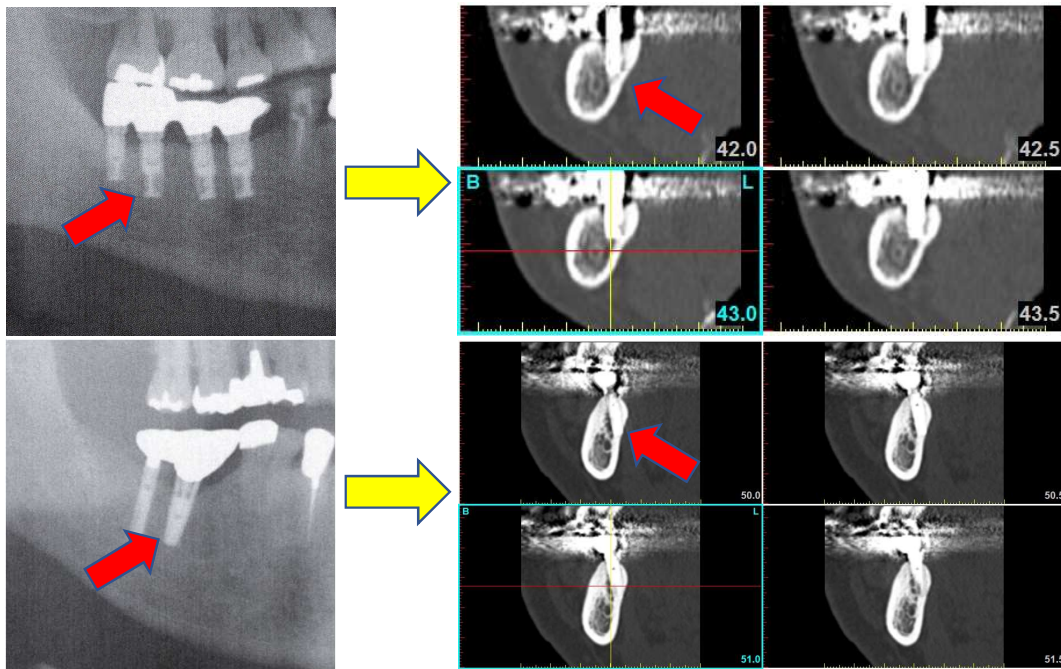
Clinical example of oral implants: comparison of panorama X-ray images and SIM plant TM images
